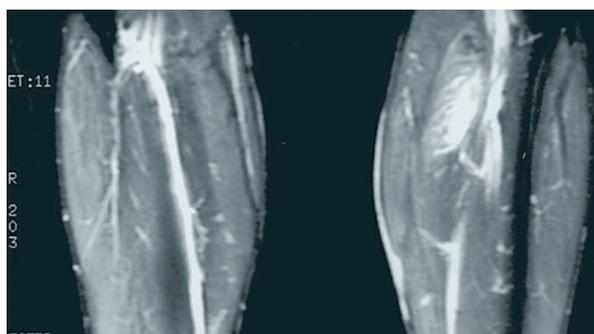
Resonancia magnética del músculo gemelo interno izquierdo (corte coronal, secuencia STIR), lesión grado 2.
